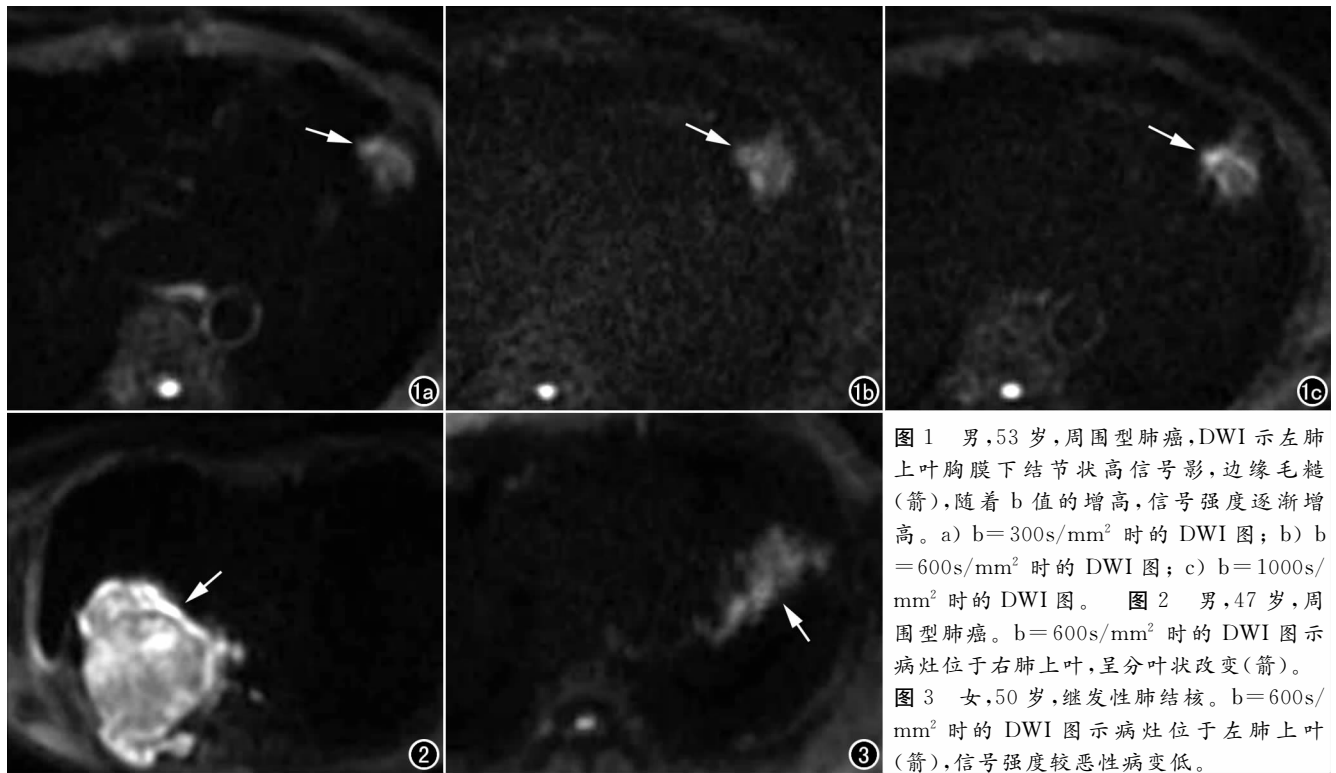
男, 53 岁, 周围型肺癌, DWI 示左肺上叶胸膜下结节状高信号影, 边缘毛糙(箭), 随着  $b$  值的增高, 信号强度逐渐增高。a)  $b=300\text{s/mm}^2$  时的 DWI 图; b)  $b=600\text{s/mm}^2$  时的 DWI 图; c)  $b=1000\text{s/mm}^2$  时的 DWI 图。图 2 男, 47 岁, 周围型肺癌。  $b=600\text{s/mm}^2$  时的 DWI 图示病灶位于右肺上叶, 呈分叶状改变(箭)。图 3 女, 50 岁, 继发性肺结核。  $b=600\text{s/mm}^2$  时的 DWI 图示病灶位于左肺上叶(箭), 信号强度较恶性病变低。
